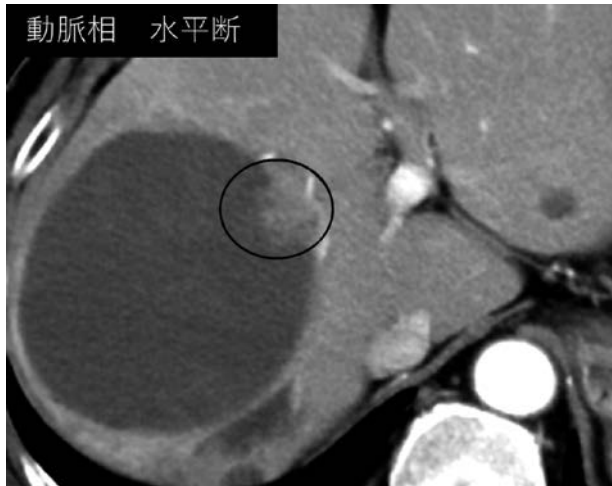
当院受診時の腹部造影 CT (イマチニブ加療開始12か月後)
